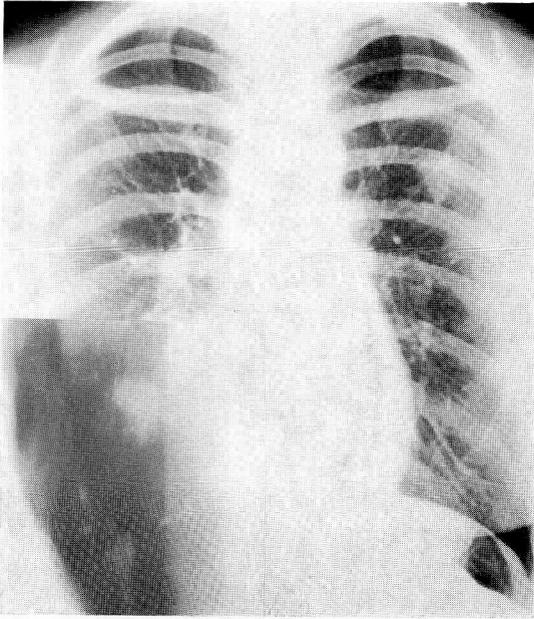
発見時の胸部X線写真と断層写真 (昭和52年5月10日)
